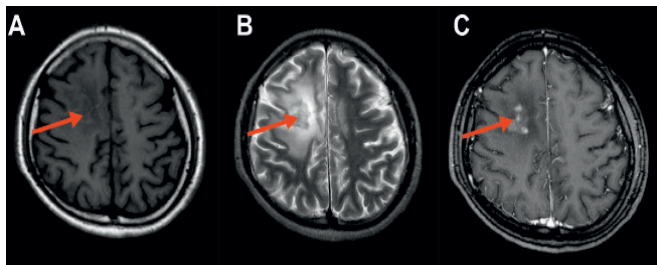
Resonancia magnética de encéfalo al momento del diagnóstico: Lesión subcortical frontal derecha rodeada de edema vasogénico. Isointensa en secuencia T1 (A), isointensa en secuencia T2 (B), y con captación de contraste nodular (C).
